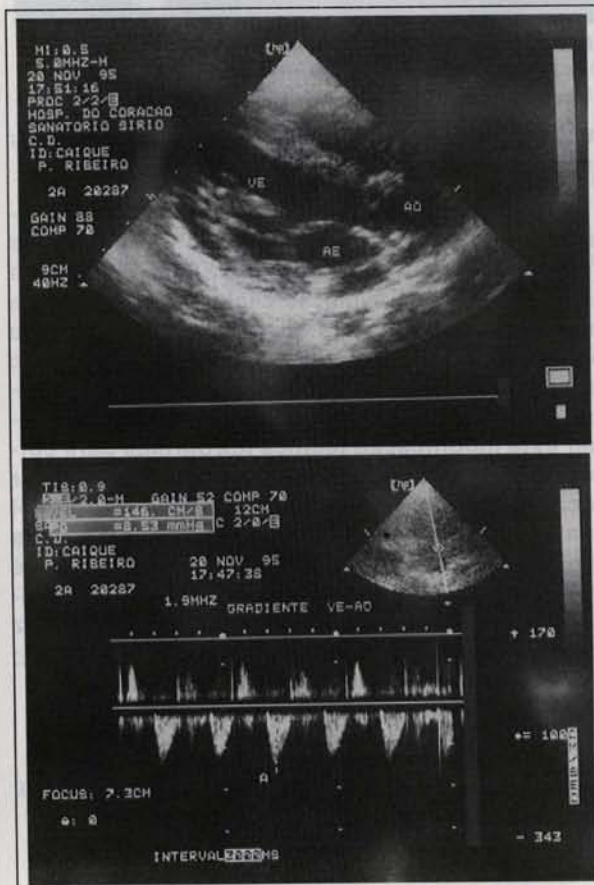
Ecocardiograma bidimensional e Doppler pós-operatórios.
